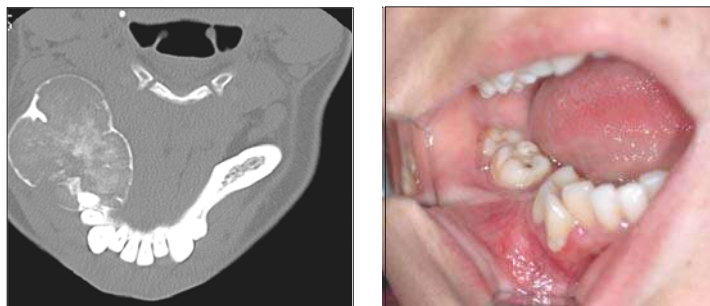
Компьютерная томограмма больной Ф. Справа — вид в полости рта
